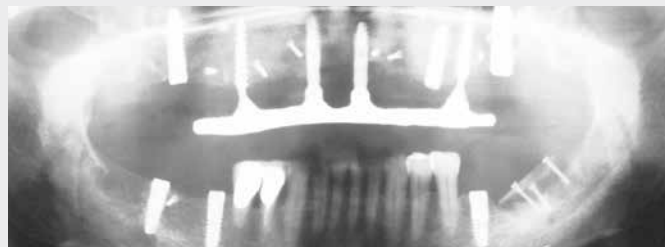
Postoperatives Röntgenbild nach Augmentation des gesamten Oberkiefers zusammen mit dem bilateralen Sinuslift und gleichzeitiger Insertion von insgesamt fünf Xive- und zwei temporären Implantaten. An den zwei temporären und den zwei sofortbelasteten Xive-Implantaten wird ein Provisorium befestigt. Drei zusätzliche Xive-Implantate wurden in den Unterkiefer eingesetzt, zusammen mit einer vertikalen Knochenaugmentation links und einem seitlichen Knochenaufbau rechts. Alle verwendeten Knochenblöcke wurden aus dem rechten und linken retromolaren Bereich des Unterkiefers entnommen.
